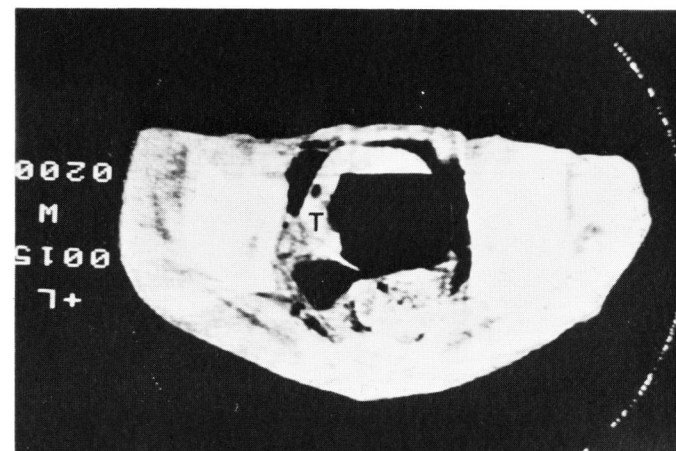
d. 同症例のCPDD (シスプラチン) 450 mg 投与 2 カ月後の同部位の腹臥位気体注入CT像. 膀胱内に突出した腫瘍は明らかに縮少を認めたが, 膀胱周囲への浸潤がうたがわれた. 腫瘍 (T).
